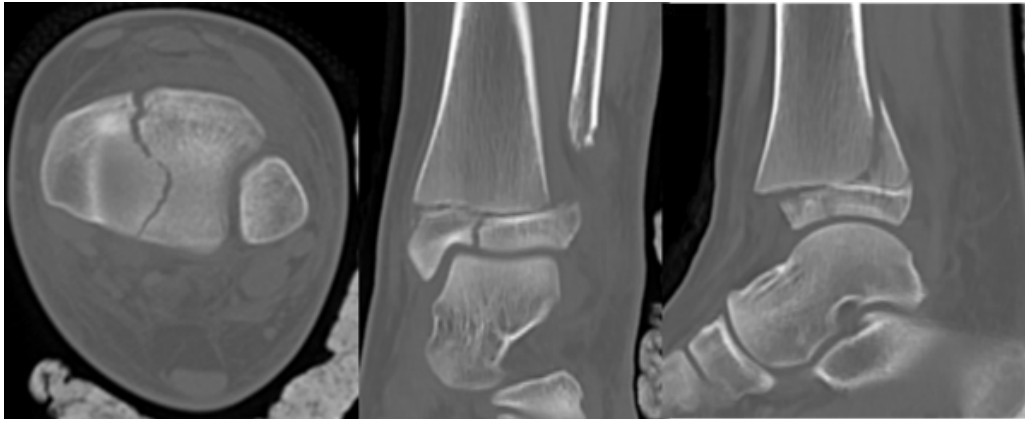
Tomografía computarizada de tobillo izquierdo preoperatoria en sus cortes axial, coronal y sagital.
